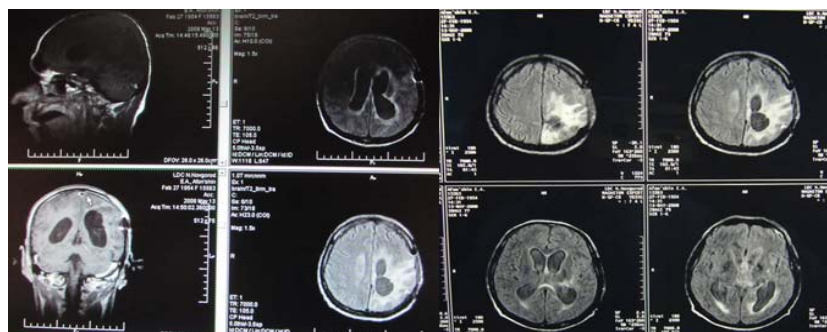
МРТ – от 13.05.08. Данных за продолженный рост опухоли не выявлено. Определяется отек в зоне операции и перивентрикулярный отек
